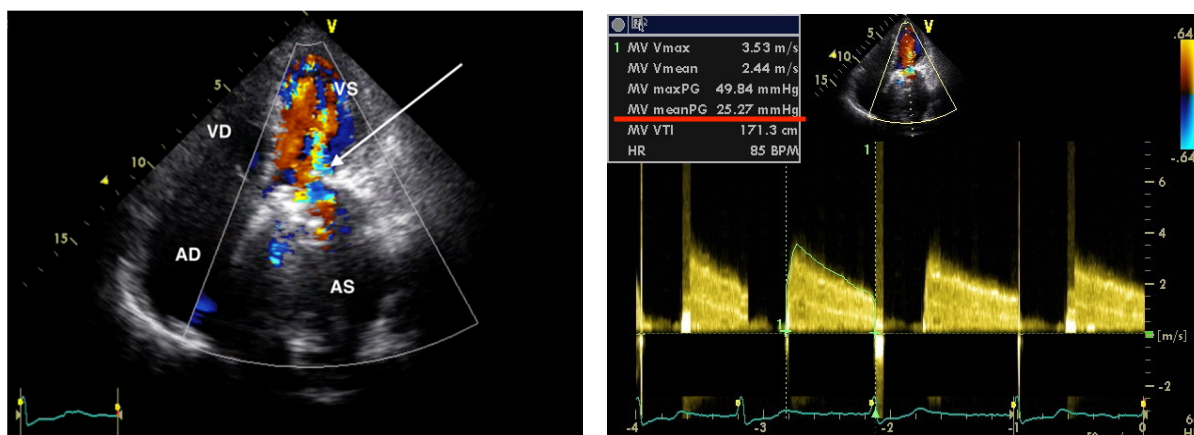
ETT: incidență apicală 4 camere (stânga): proteza mecanică mitrală cu 2 discuri cu flux Doppler extrem de turbulent (săgeata albă), sugerând stenoză; în imaginea din dreapta flux Doppler continuu la nivelul protezei mecanice mitrale: viteze și gradient presional foarte mare, care confirmă stenoză, respectiv trombozarea protezei. AS – atriu stâng VS – ventricul stâng, VD – ventricul drept, AD – atriu drept.
